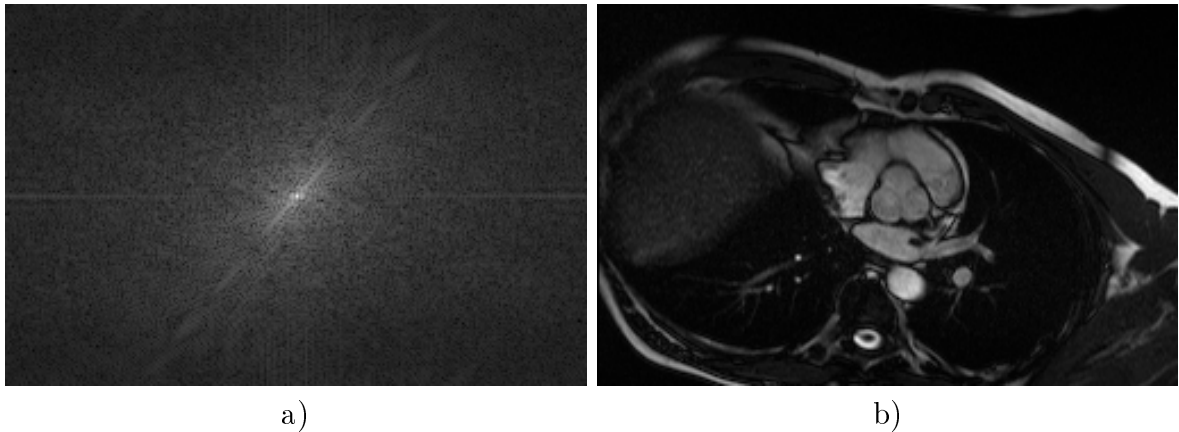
a) Module de la transformée de Fourier acquise par analyse des récepteurs de l'IRM. b) Image reconstruite.
